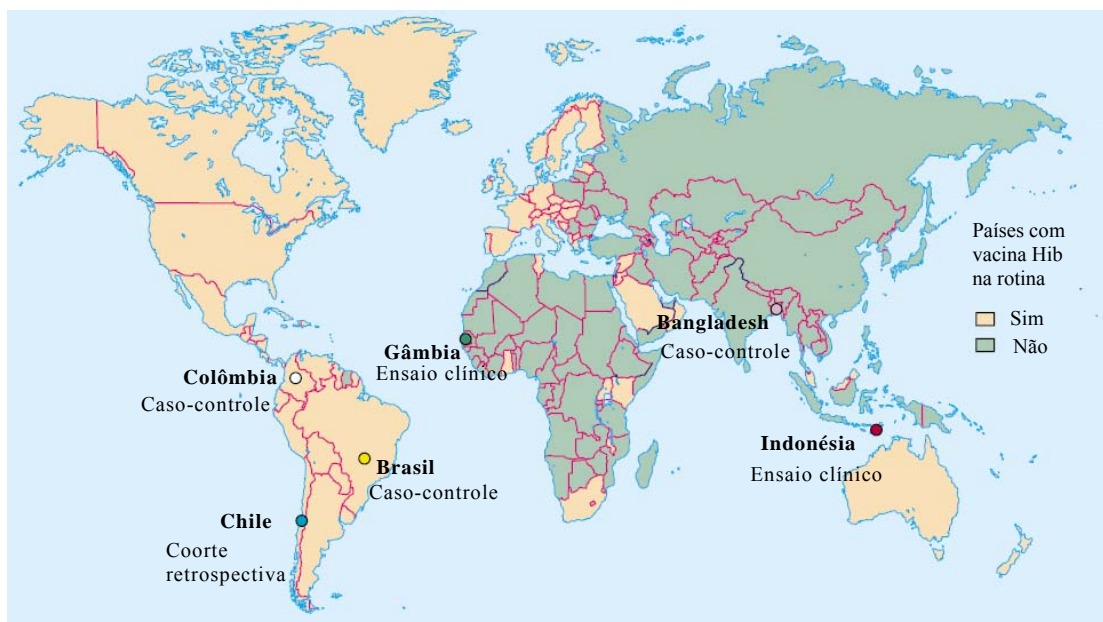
Países onde foram realizados estudos com a vacina conjugada Hib utilizando a imagem da radiografia de tórax como variável de desfecho. Adaptado de Andrade & Martelli 2005.
